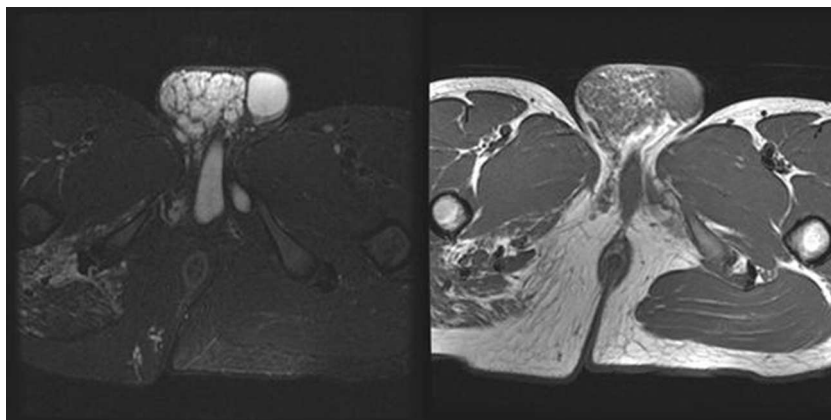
Izquierda: T1 RM. Derecha: RM secuencia STIR.
